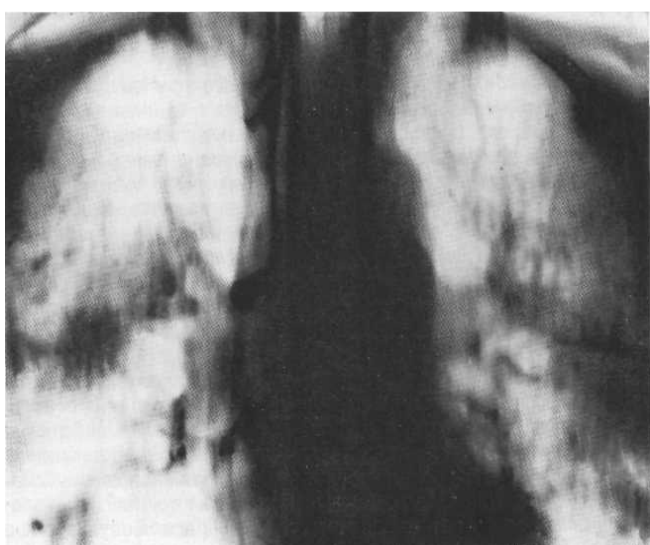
Оглядова томограма. Силікоз III стадії.
